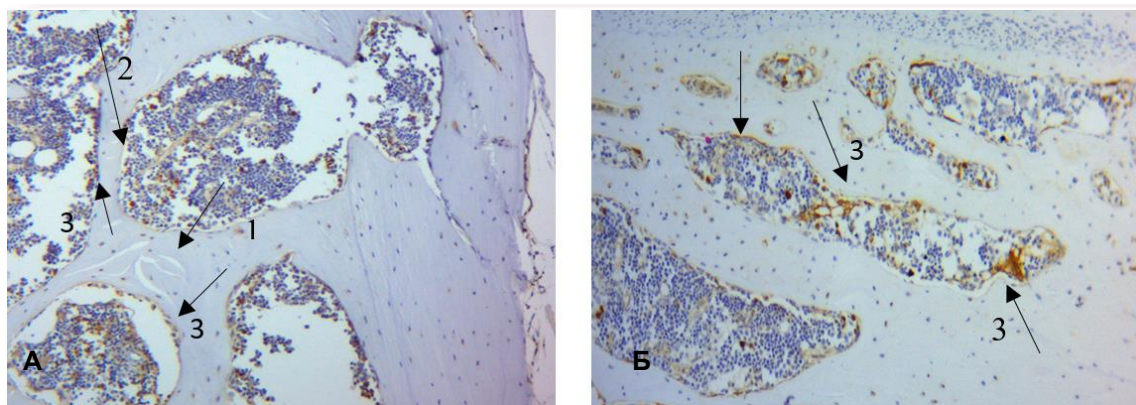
Позитивна експресія остеопонтину (а) та RANKL (б) на 90-ту добу експерименту, ІГХ з гематоксиліном Майєра. 1 – тріщини КТ; 2 – наявність кісткової резорбції; 3 – експресовані клітини. $\times 400$.
